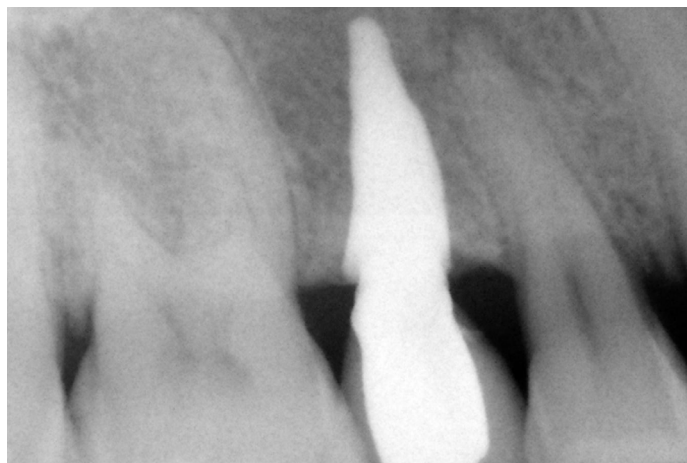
Рентгенологический контроль через 4 года после операции
